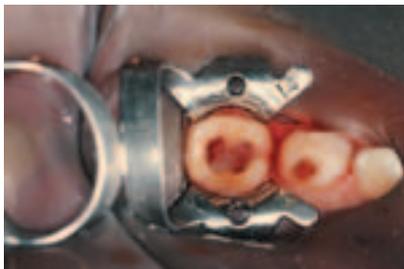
Entfernen des Pellets und erneutes Beurteilen des Pulpagewebes. – Abb. 18: Füllen des Pulpakavums mit ZOE (IRM), Exkavation von 74. – Abb. 19: Endversorgung mit Stahlkronen der Firma 3M.
